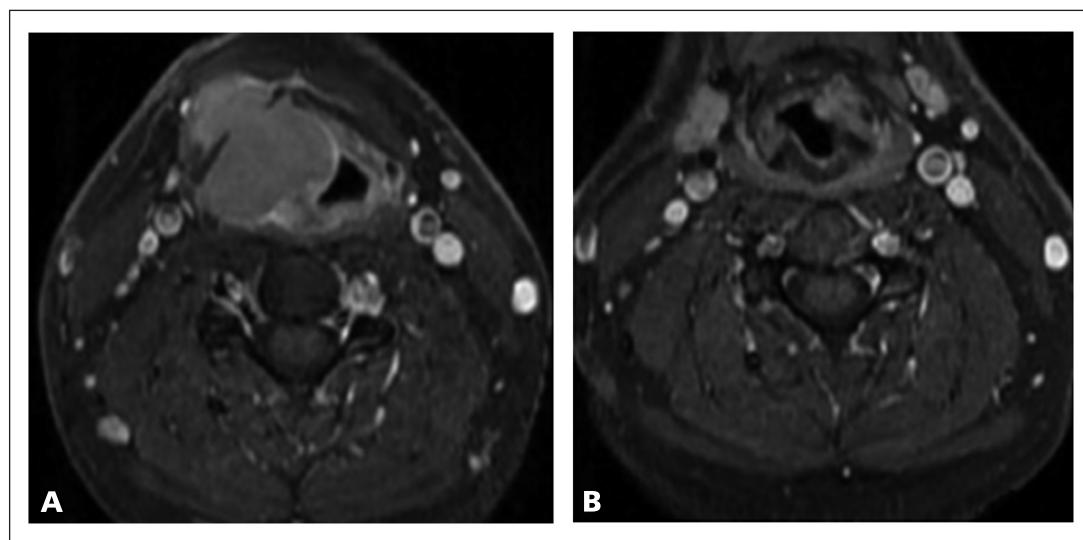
A) RM de cuello pre-quirúrgica secuencia T1+Gd, lesión expansiva que erosiona cartílago tiroides sin signos de infiltración extra laríngea; B) RM de cuello post-quirúrgica a los 12 meses de seguimiento, sin signos de recidiva tumoral.
